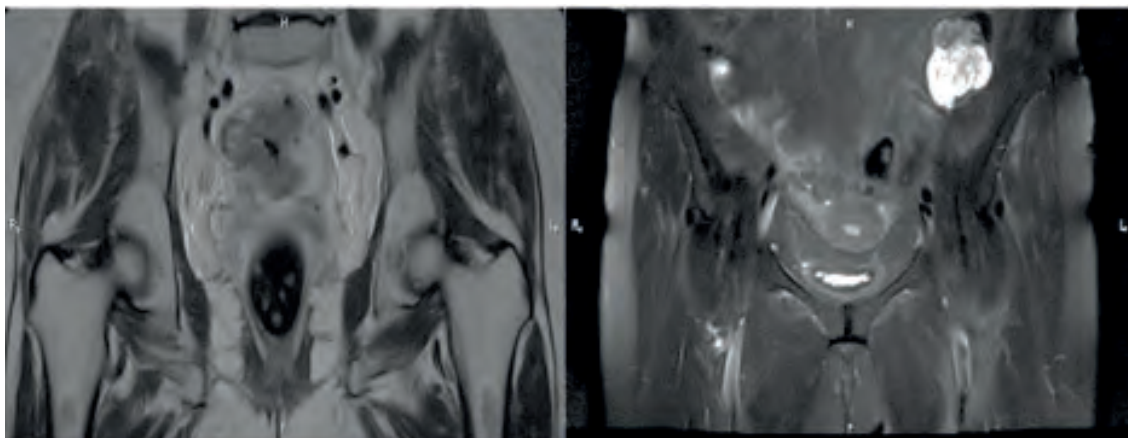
Colon adenocarcinoma stage T3 N1 M0. 04/01/2016 - endoscopic examination, CT of the small pelvis, OBP, preoperative radiotherapy was performed. SOD 50 Gr. 01/19/16, Laparoscopic anterior resection of the rectum, protective ileostomy. MRI examination (03/20/2016) - condition after surgery, combination therapy, carcinoma (continued growth) of the upper ampular part of the rectum and rectosigmoid junction with preservation of the malignancy process, complicated by contact invasion of the posterior surface of the visceral peritoneum and regional mts lymphadenopathy . Stage III B (T4a, N1, Mx). Intrinsic volume formation of the sigmoid colon is most characteristic of Villous (tubular) adenoma
